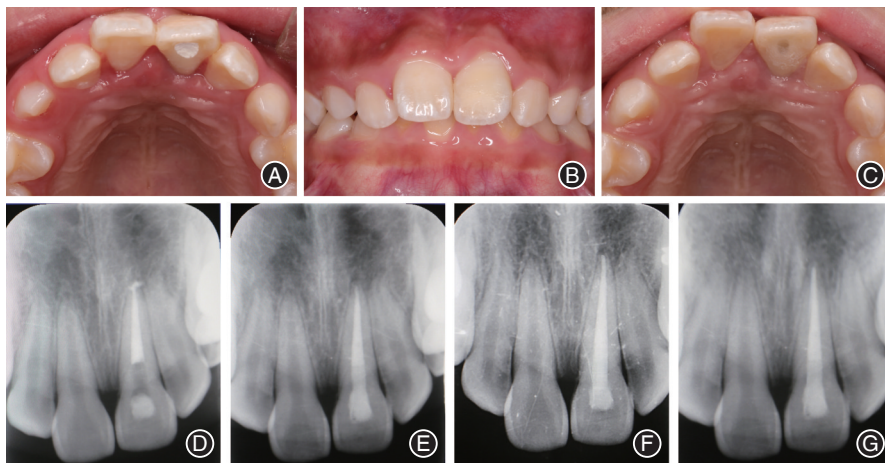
复杂冠根折改良冠延长术后随访口内相及X线片 A:术后3周复查口内相;B~C:术后2个月复查口内相;D:术后3周21根充后X线片;E:术后2个月21纤维桩修复后X线片;F:术后6个月复查X线片;G:术后24个月复查X线片。
